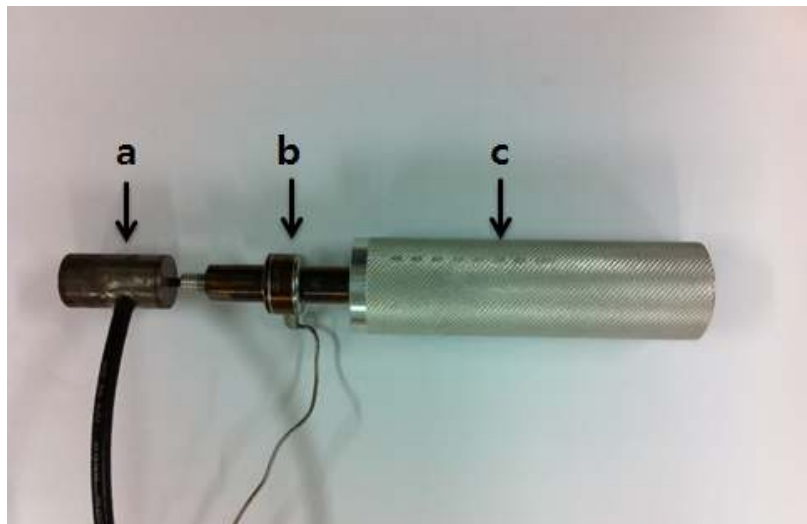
설계된 초음파 프로브(a.초음파 변환기, b.로드셀, c.손잡이)
